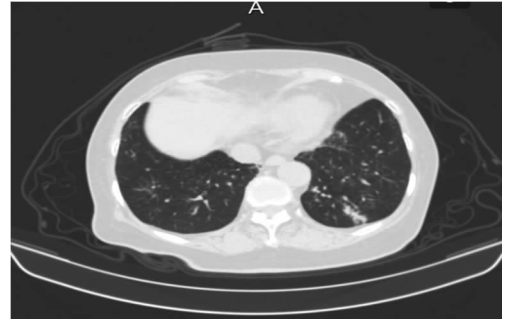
应用两性霉素 B 第 11 天肺 CT 影像学表现
